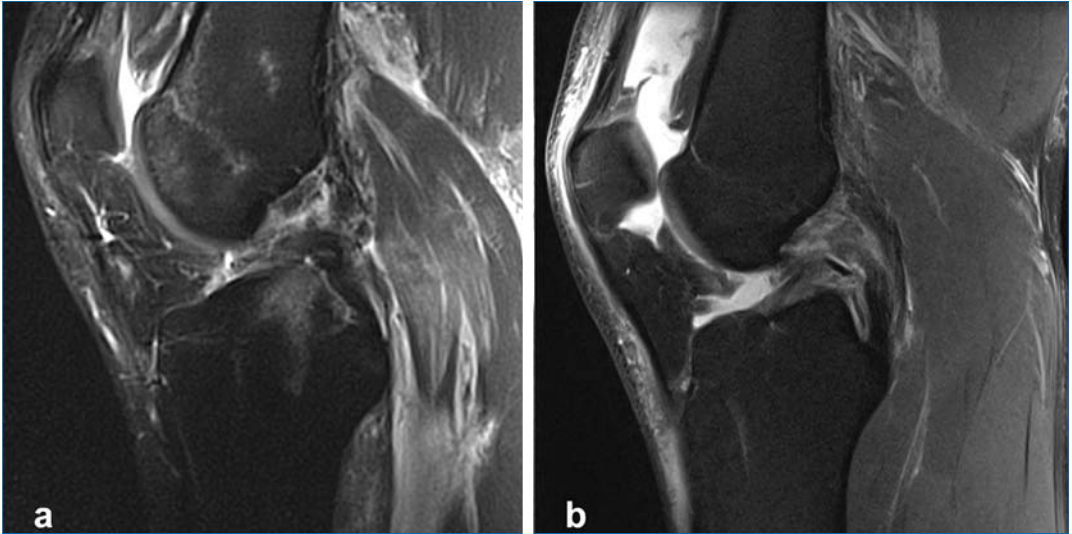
Sagittale MRT-Aufnahmen von HKB-Rupturen mit a femoralem disloziertem Abriss und b proximaler intraligamentärer Ruptur mit intaktem Synovialschlauch.
